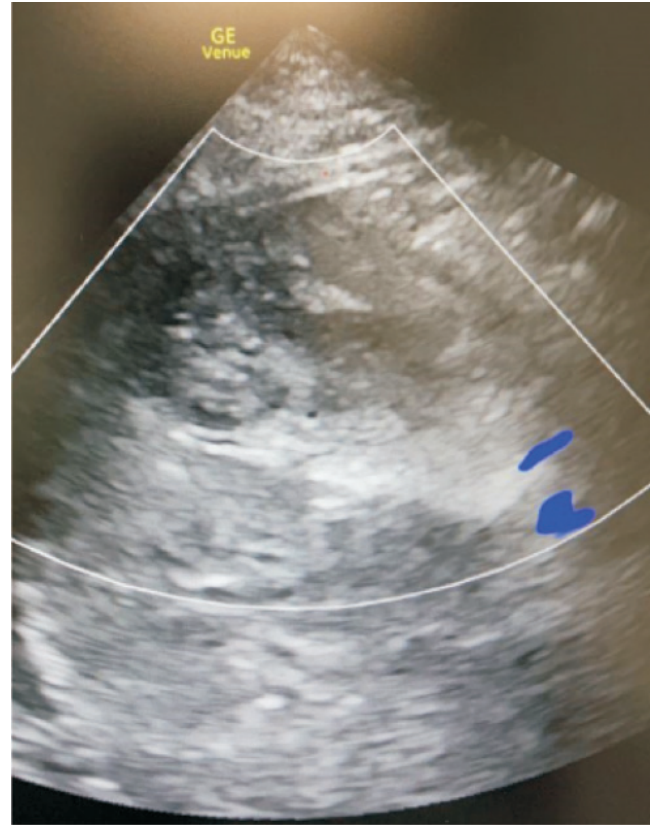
Ultrasonido abdominal con imagen sugerente de plastrón.
